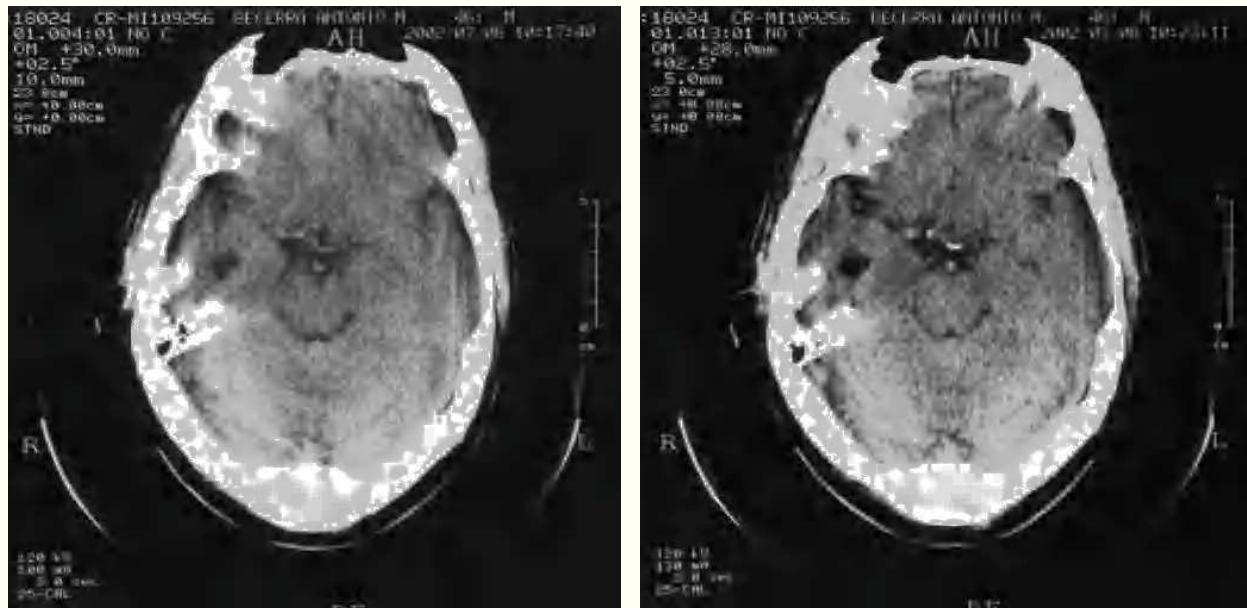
Tomografía axial computadorizada craneal a nivel de región temporal derecha que muestra el área del traumatismo, pero no permite demostrar la causa de las imágenes a dicho nivel.
